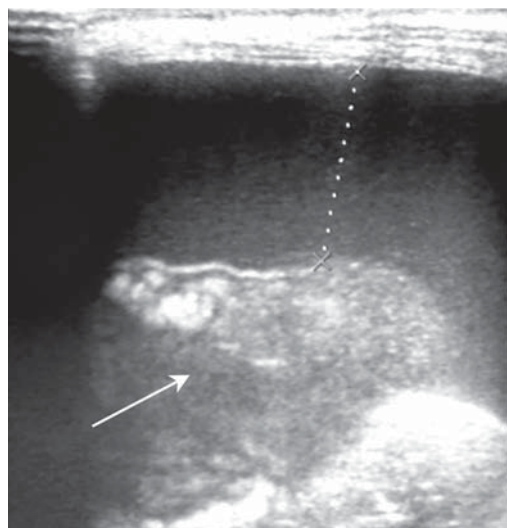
Ecografía torácica que muestra un derrame pleural (línea de puntos) y una masa de ecoestructura sólida (flechas).
